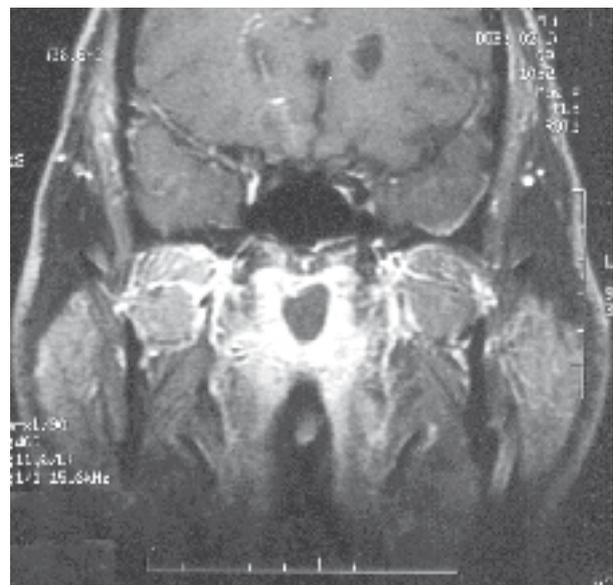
RMN en secuencia T1, donde se observa imagen quística de contenido hipointenso.
